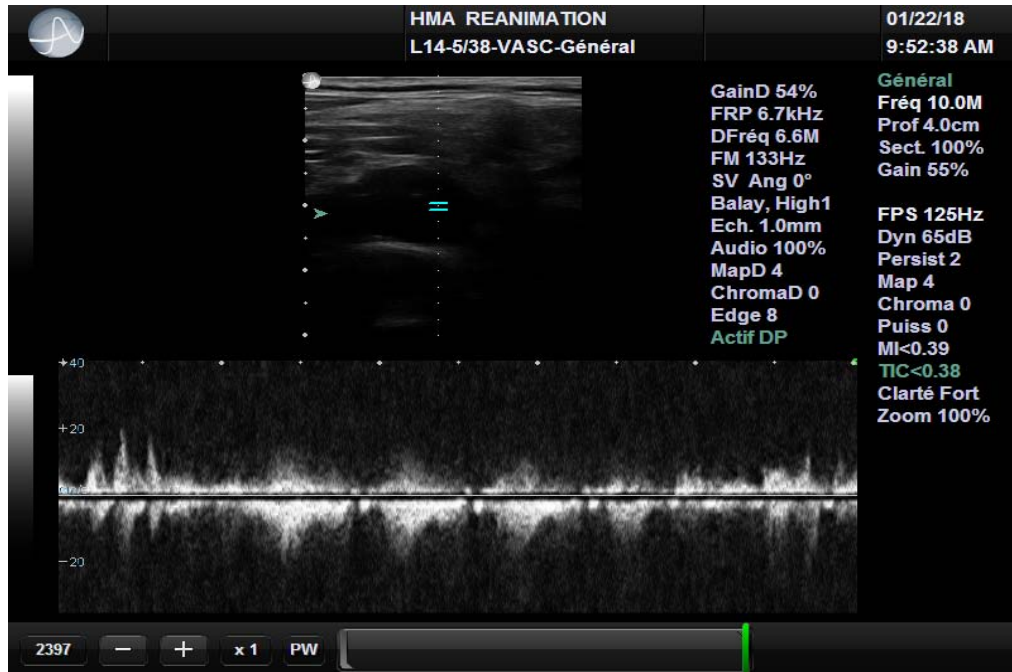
Doppler pulsé de la veine sous clavière montrant un flux de type veineux.
